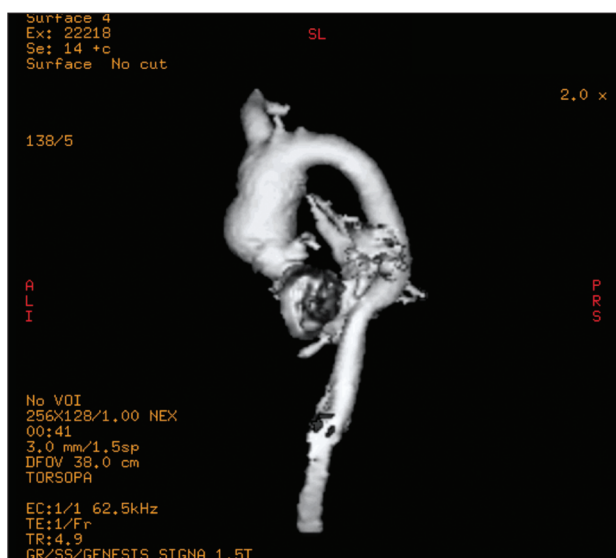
Ressonância magnética nuclear: presença de aneurisma de aorta ascendente.
